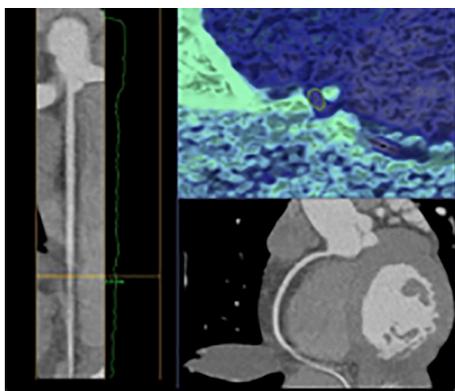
Angiotomografía coronaria con estenosis de ACD e imagen de doble luz distal.
